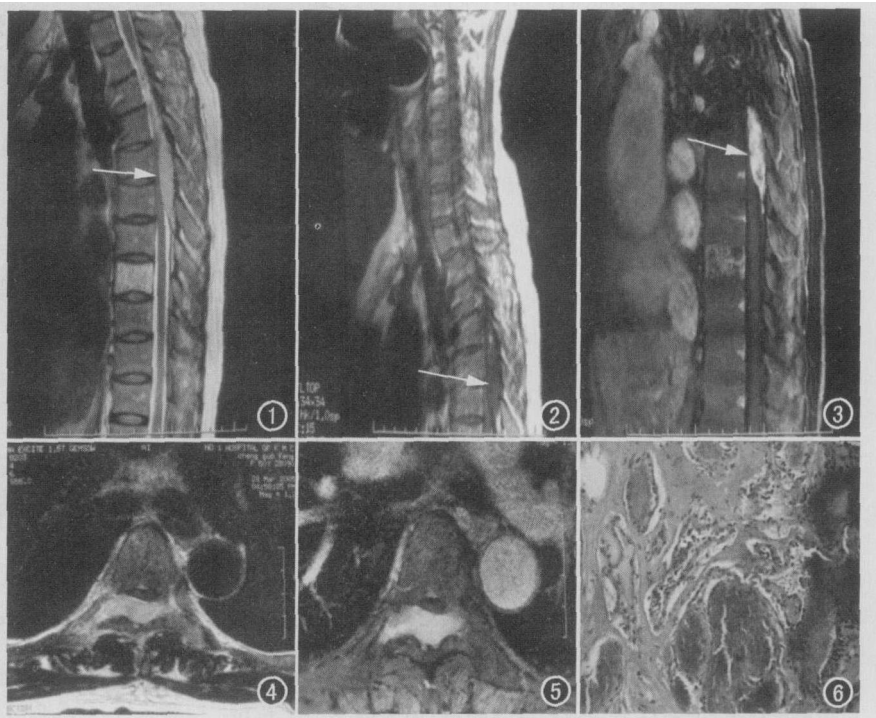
MRI矢状面 T₂WI,可见病灶呈纺锤形,肿块边界清楚,长 T₂ 信号(箭)。
